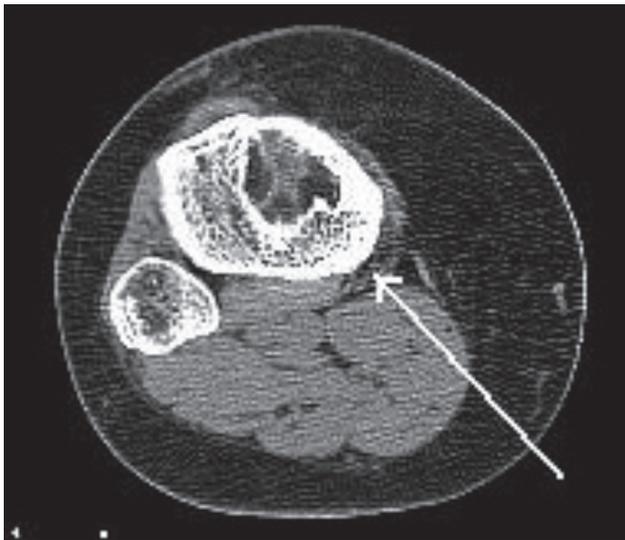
Компьютерная томограмма верхней трети голени (стрелкой указана остеобластокластома)
